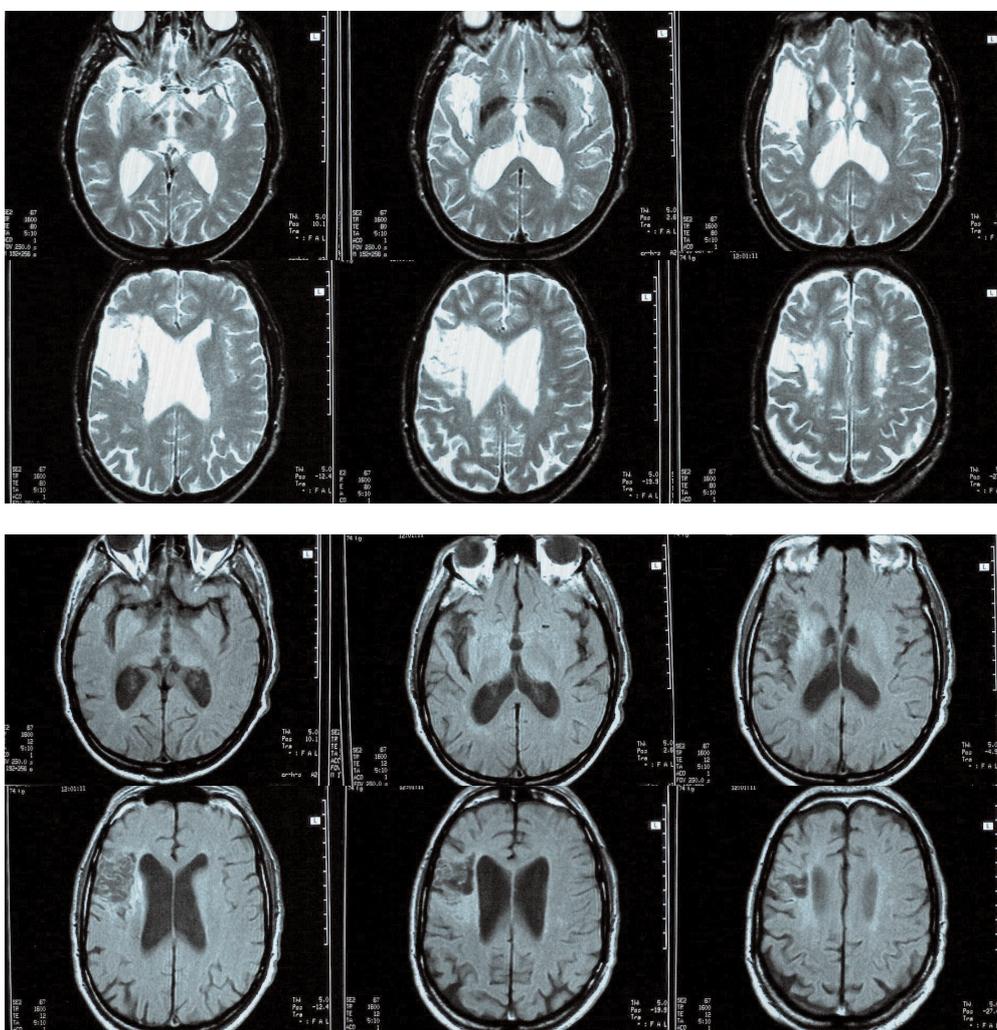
RM, Infarto isquémico en el territorio de la arteria cerebral media derecha.
